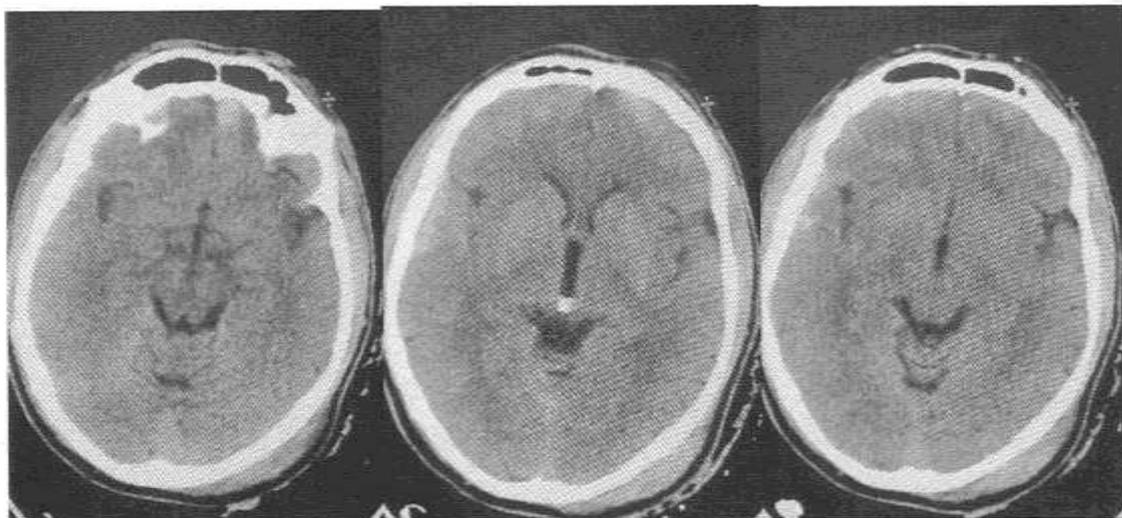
Спиральная компьютерная томография пациента П. при поступлении
